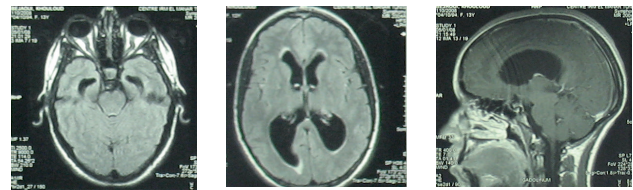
IRM cérébrale : sténose en diaphragme de l'aqueduc de Sylvius
